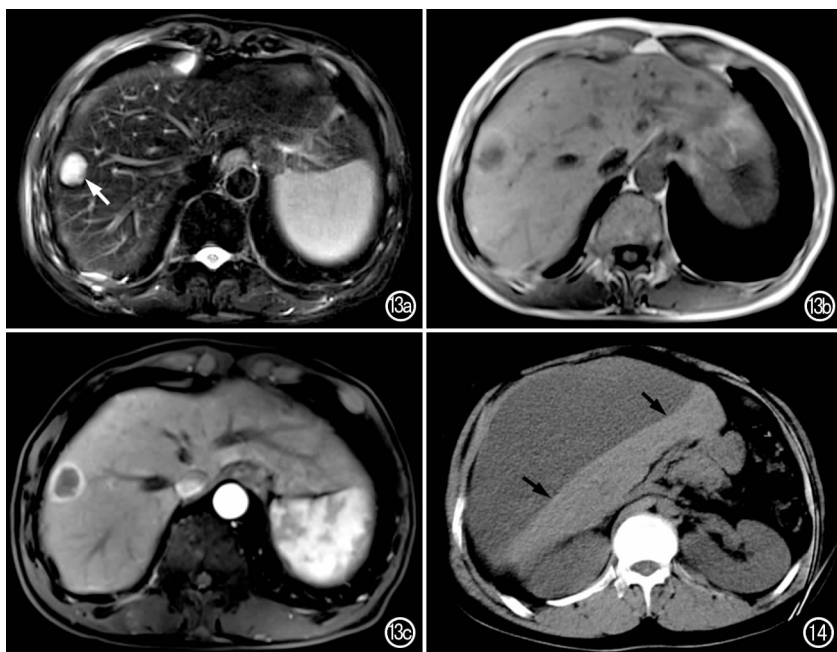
胰腺恶性神经内分泌肿瘤肝转移。a) 抑脂 T_2 WI 示肝右叶结节灶(箭),呈显著高信号; b) T_1 WI 示病灶呈不均匀低信号; c) 增强 T_1 WI 示病灶呈明显环形强化。图 14 胆汁瘤。患者腹外伤后 8 个月,CT 平扫示肝脏包膜下液体密度影,压迫肝实质(箭)。
